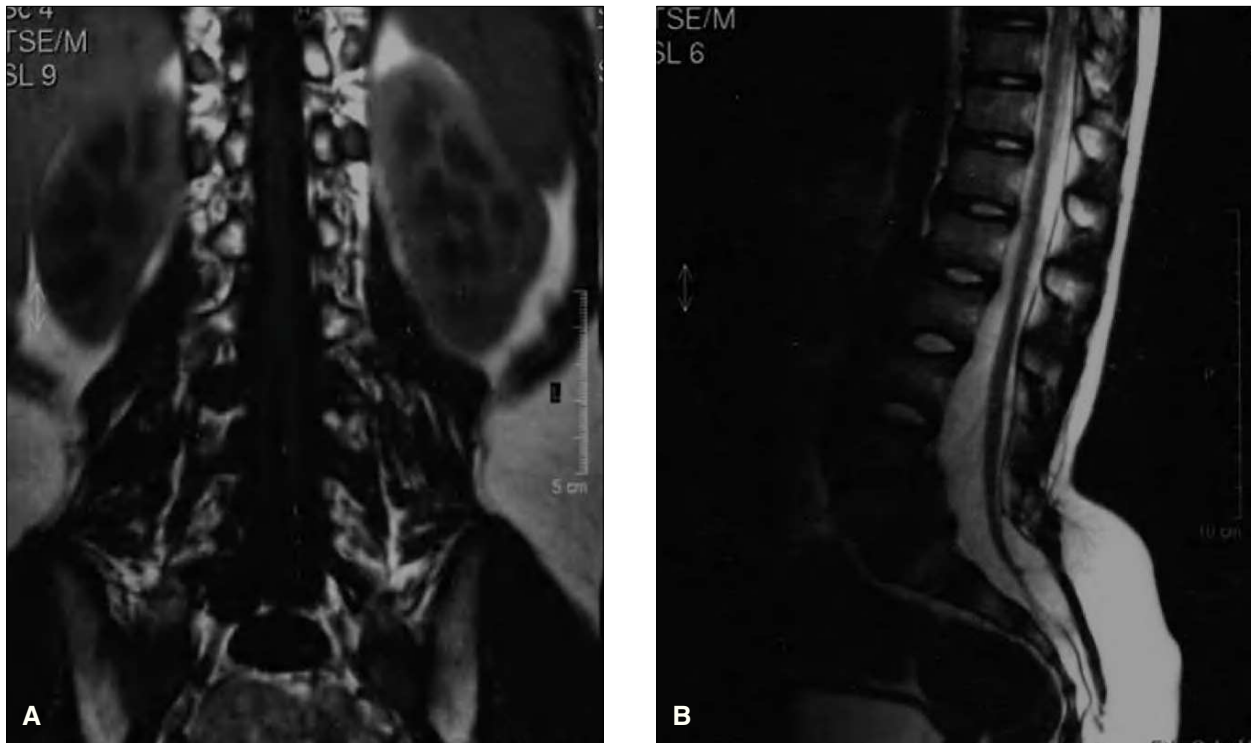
A) RM: detalle de las división medular en dos hemimédulas a nivel de L3. B) RM: detalle de la médula anclada a dicho nivel.
